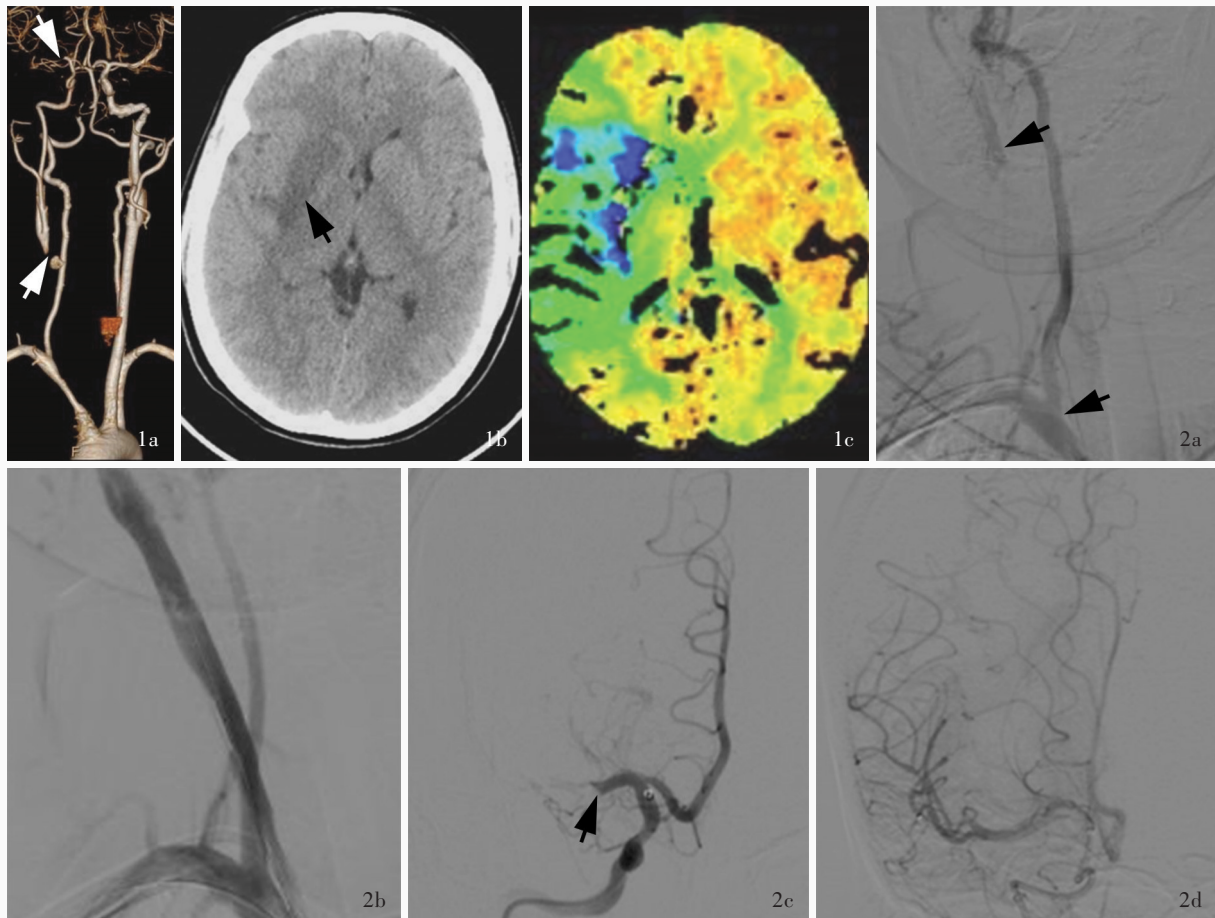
例1患者首次手术前影像学所见 1a CTA显示右颈总动脉和大脑中动脉闭塞(箭头所示) 1b 横断面CT显示右侧基底节区梗死灶(箭头所示) 1c 横断面MTT图显示右侧大脑半球灌注较对侧降低(绿色区域所示) 图2 例1患者首次手术中影像学所见 2a DSA显示右颈总动脉近端呈线样狭窄、远端闭塞(箭头所示) 2b 单纯球囊扩张术开通右颈总动脉,恢复前向血流 2c DSA显示右大脑中动脉M1段近端闭塞(箭头所示) 2d Solitaire FR支架取栓后恢复前向血流,TICI分级2b级
